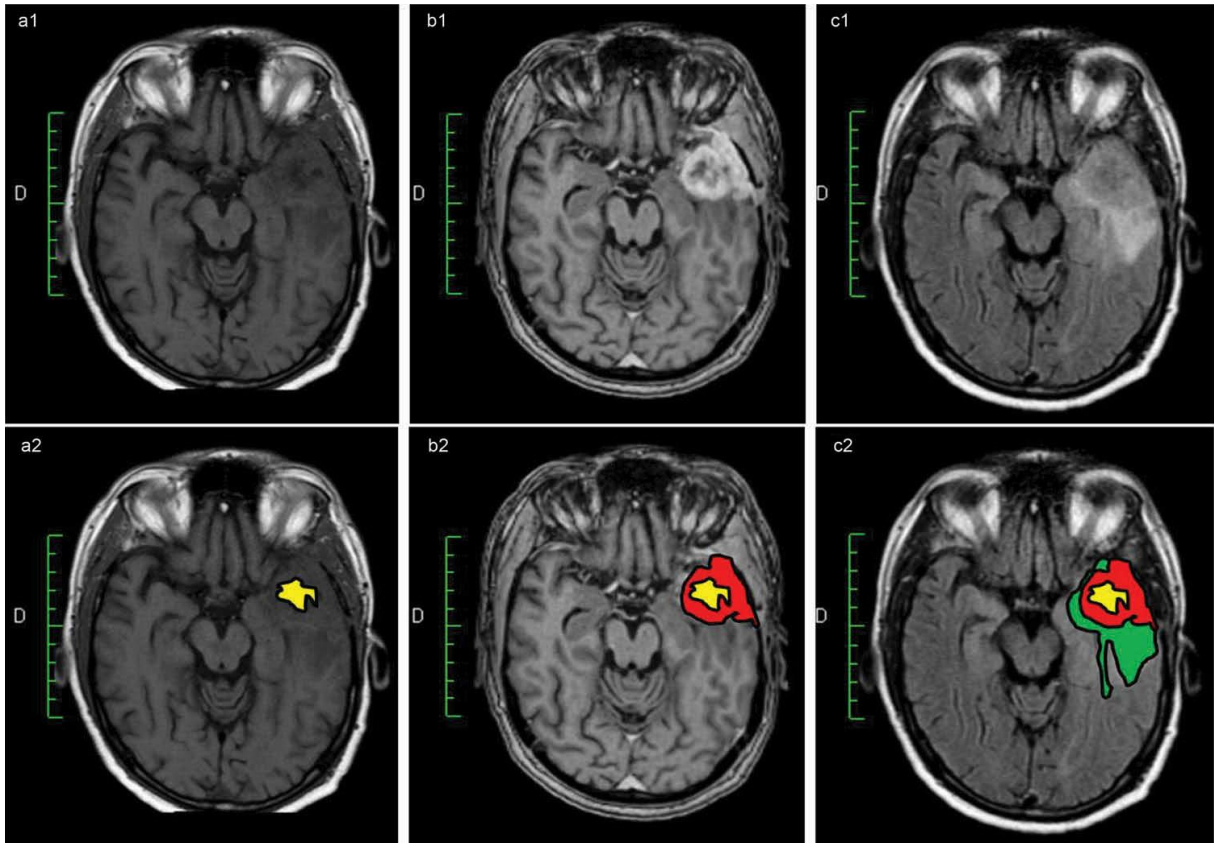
L'imagerie IRM d'un glioblastome temporal gauche.*
